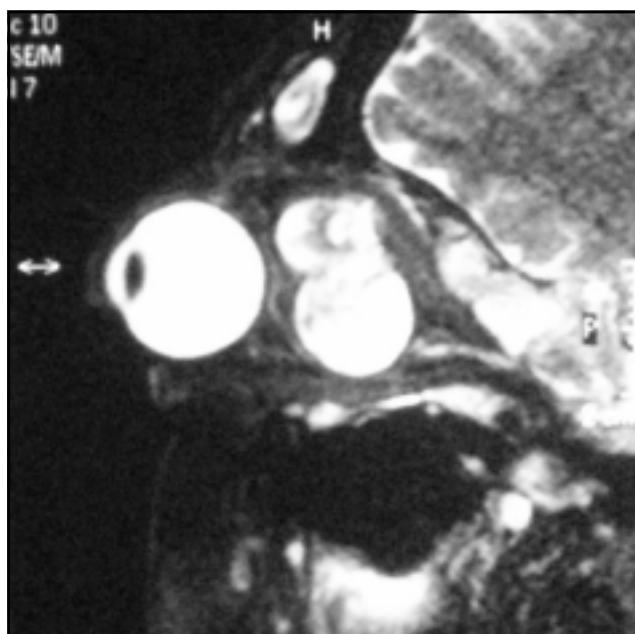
IRM en T2. Corte sagital donde se observan múltiples neurofibromas
